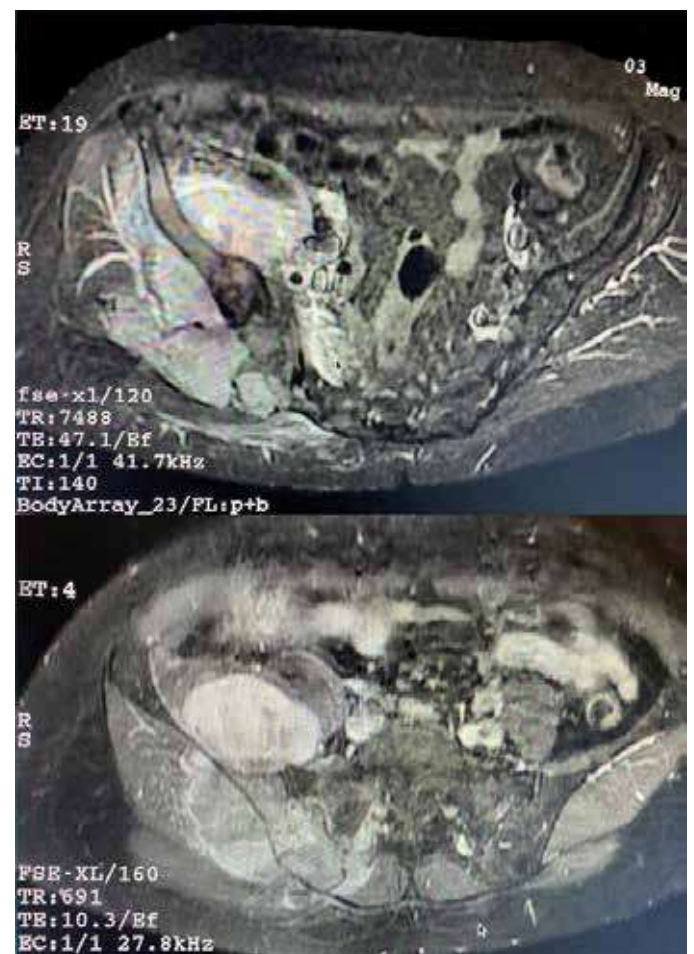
Exame de ressonância magnética da paciente corte axial da pelve em T2, evidenciando a lesão expansiva e volumosa em osso ilíaco direito.
